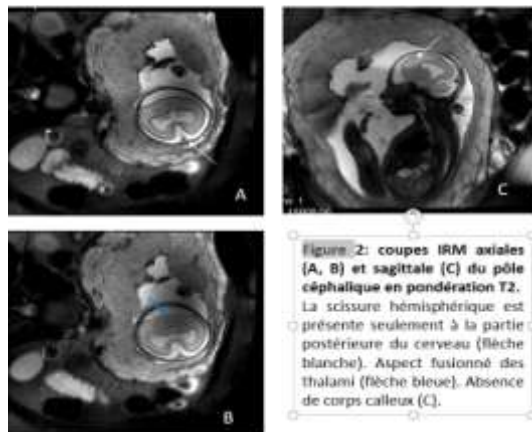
coupes IRM axiales (A, B) et sagittale (C) du pôle céphalique en pondération T2. La scissure hémisphérique est présente seulement à la partie postérieure du cerveau (flèche blanche). Aspect fusionné des thalami (flèche bleue). Absence de corps calleux (C).
